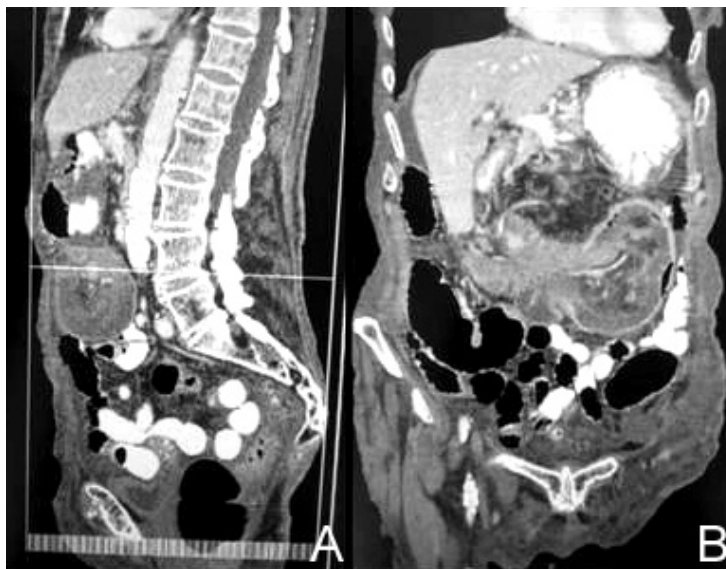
Tomografía computarizada con contraste donde se observa la invaginación colocolica. A. Corte sagital: signo de "diana". B. Corte coronal: imagen en "forma de salchicha".
